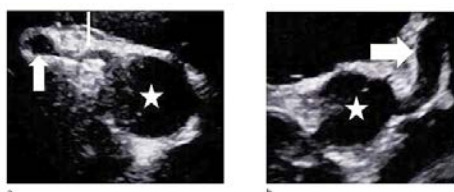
Echokardiographische Darstellung der Koronararterien bei einem PIMS-TS Patienten
